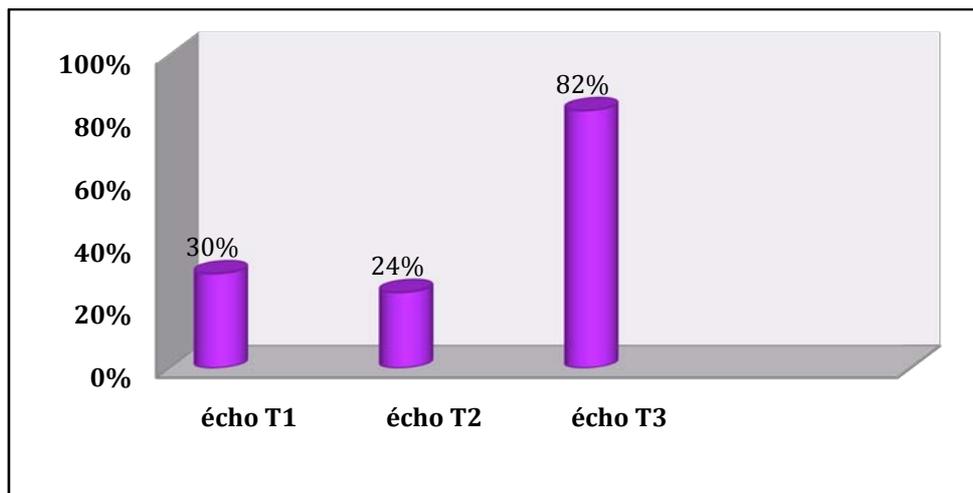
Répartition des échographies obstétricales réalisées durant la grossesse
